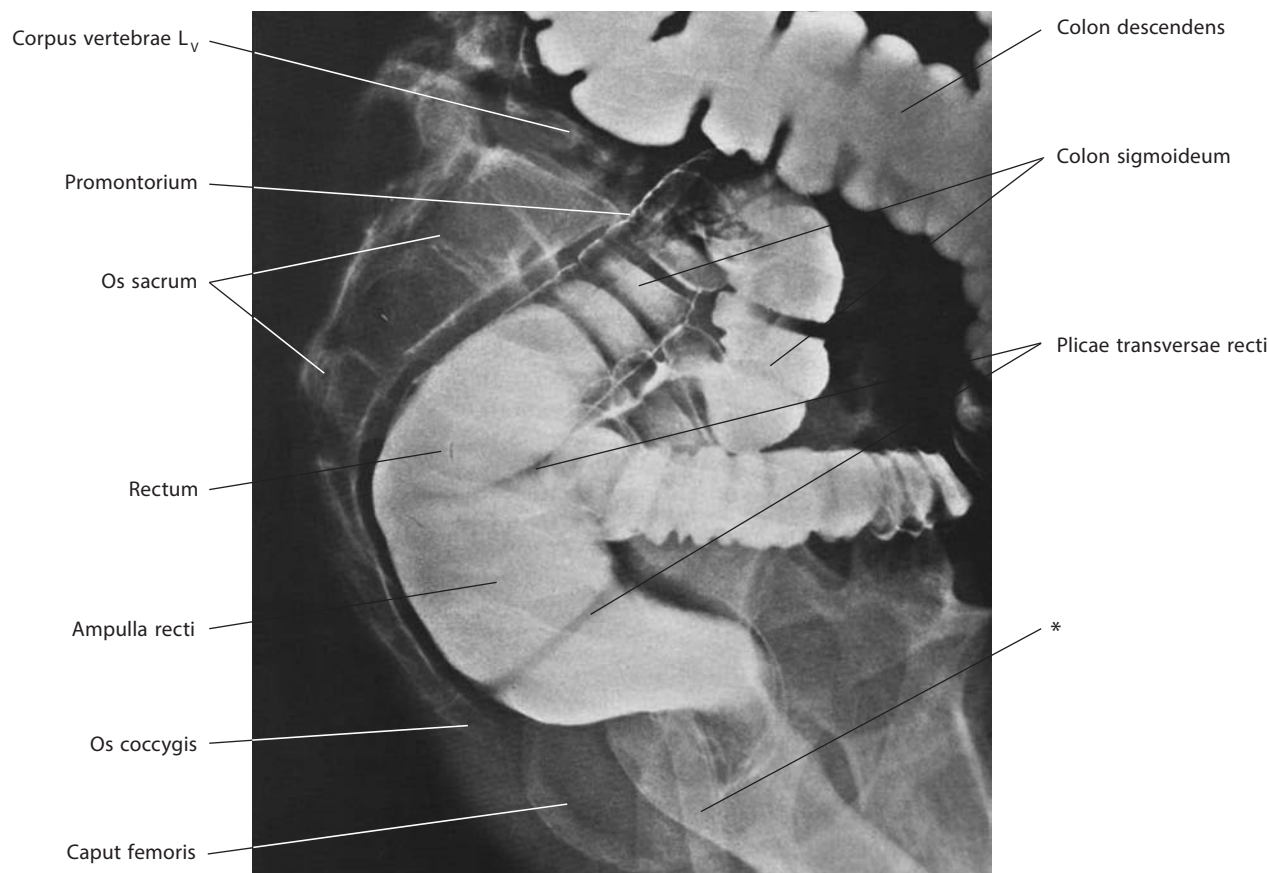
Сигмовидная ободочная, colon sigmoideum, и прямая, rectum, кишки (рентгенограмма)
